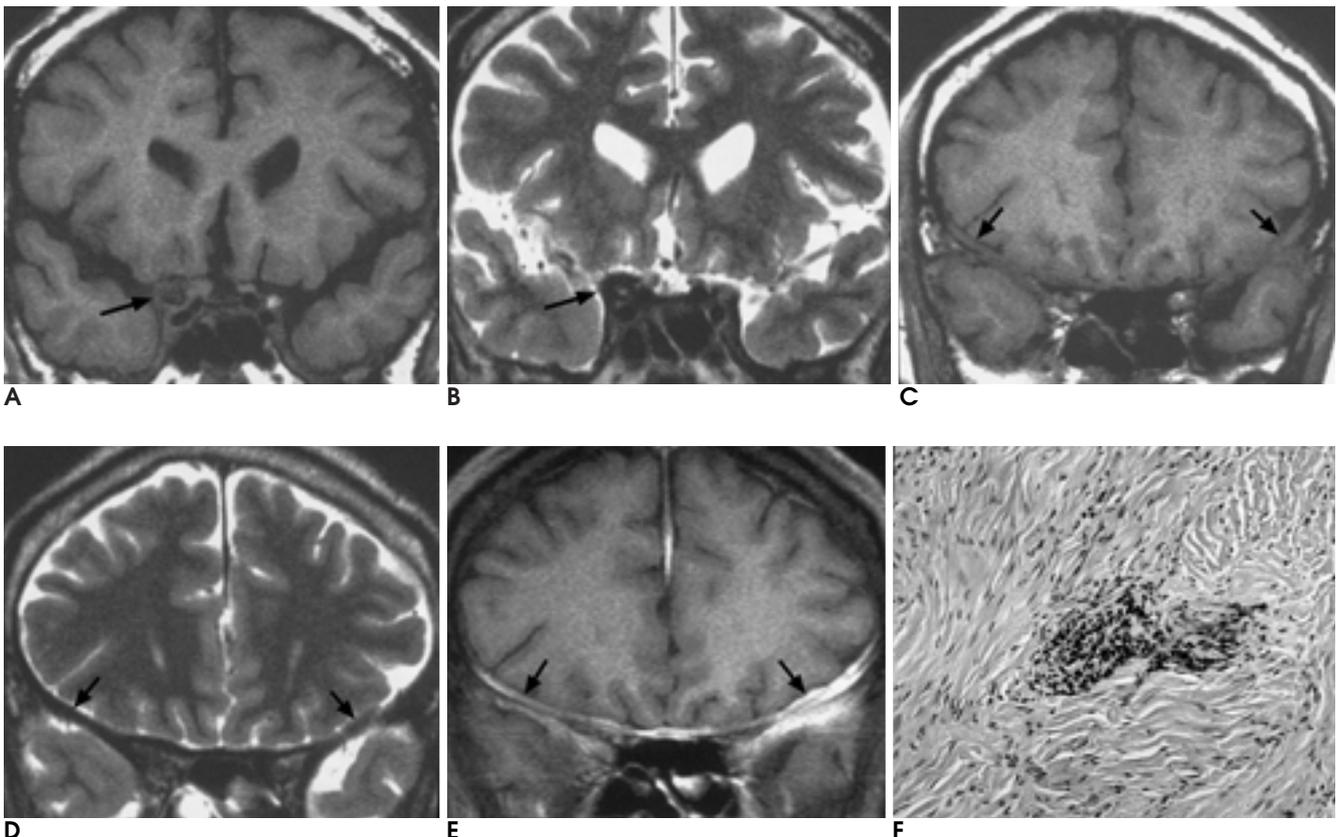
A, B. Coronal T1-weighted image (A) shows iso-signal intensity mass (arrow) in right cavernous sinus, and the mass is hypointense (arrow) on coronal T2-weighted image (B). C-E. The thickened dura matter in both frontal lobes (arrows) is isointense on coronal T1-weighted image (C), and hypointense (arrows) on coronal T2-weighted image (D). Coronal postcontrast T1-weighted image (E) shows diffuse well enhancement (arrows). F. The meningeal lesion represents dense proliferation of thick collagen and patchy infiltration of lymphoplasmic cells (H & E, × 100).
